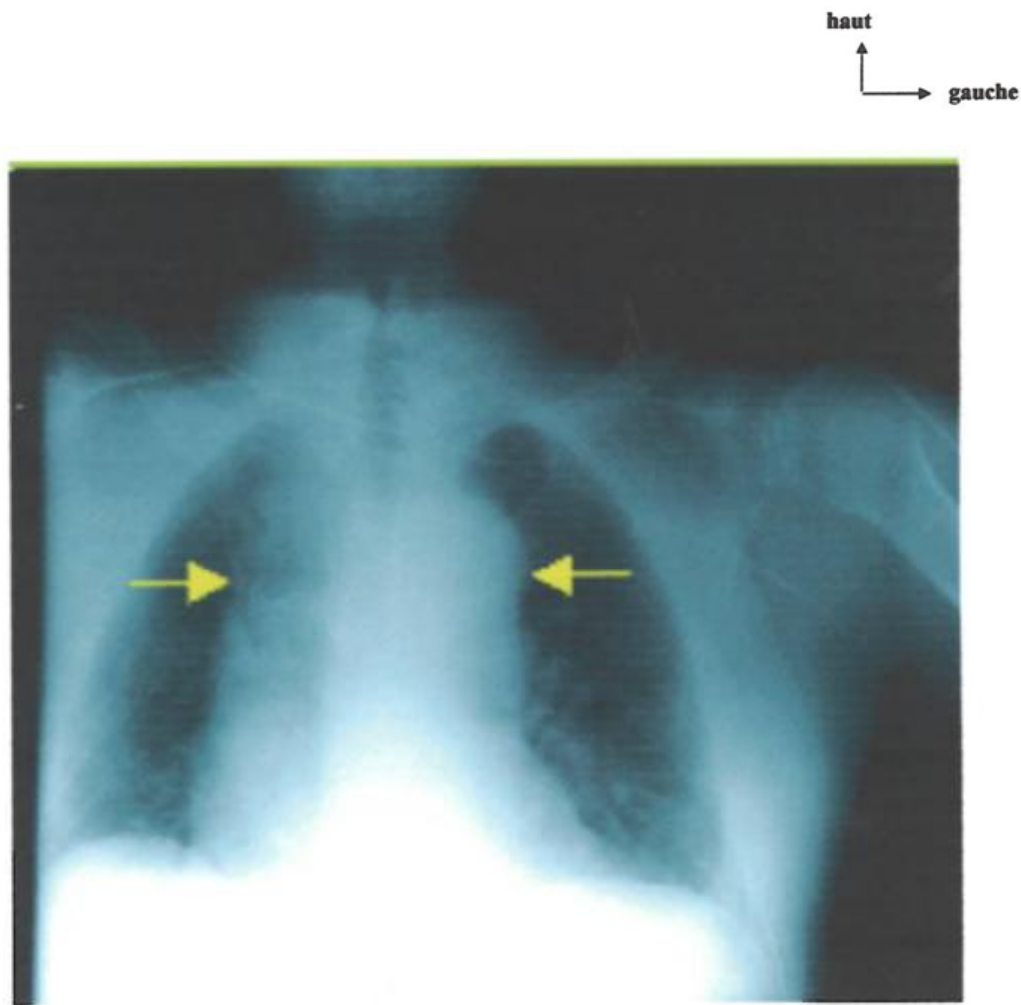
Radiographie du thorax de face montrant un élargissement important du médiastin (flèches jaunes) [36].
